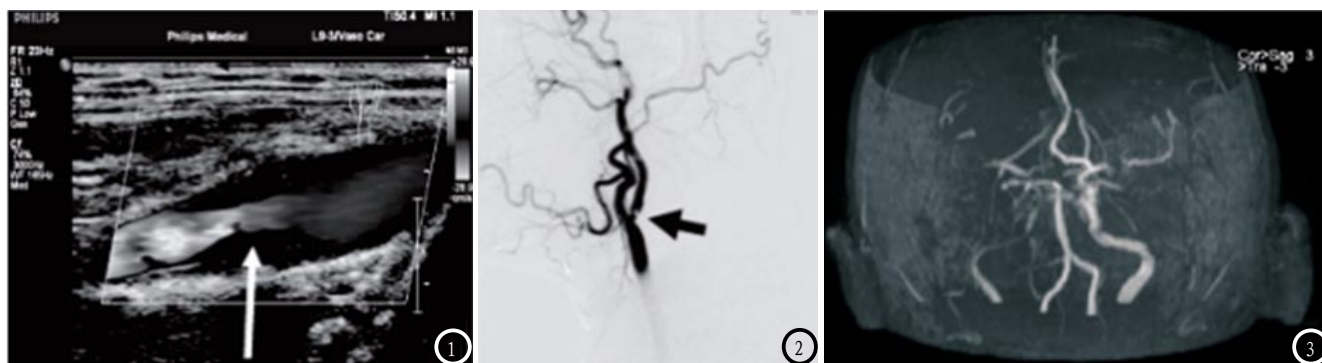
白色箭头处为超声影像提示狭窄处；图2 黑色箭头处为DSA提示狭窄处；图3为MRA中颈内动脉硬化性狭窄。
